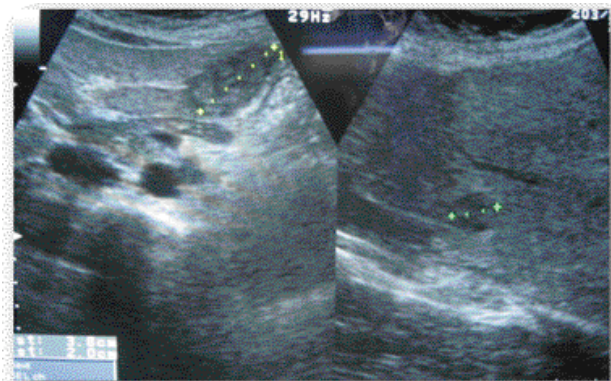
aspect échographique de l'HPN
